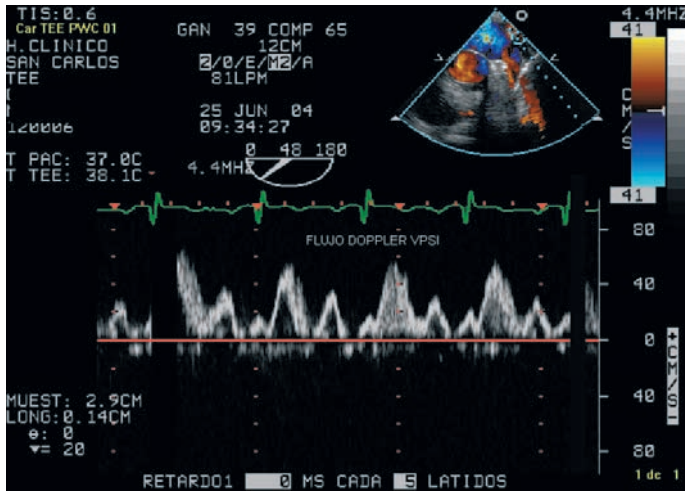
En esta imagen se ha obtenido el flujo-Doppler en la vena pulmonar superior izquierda (VPSI).
